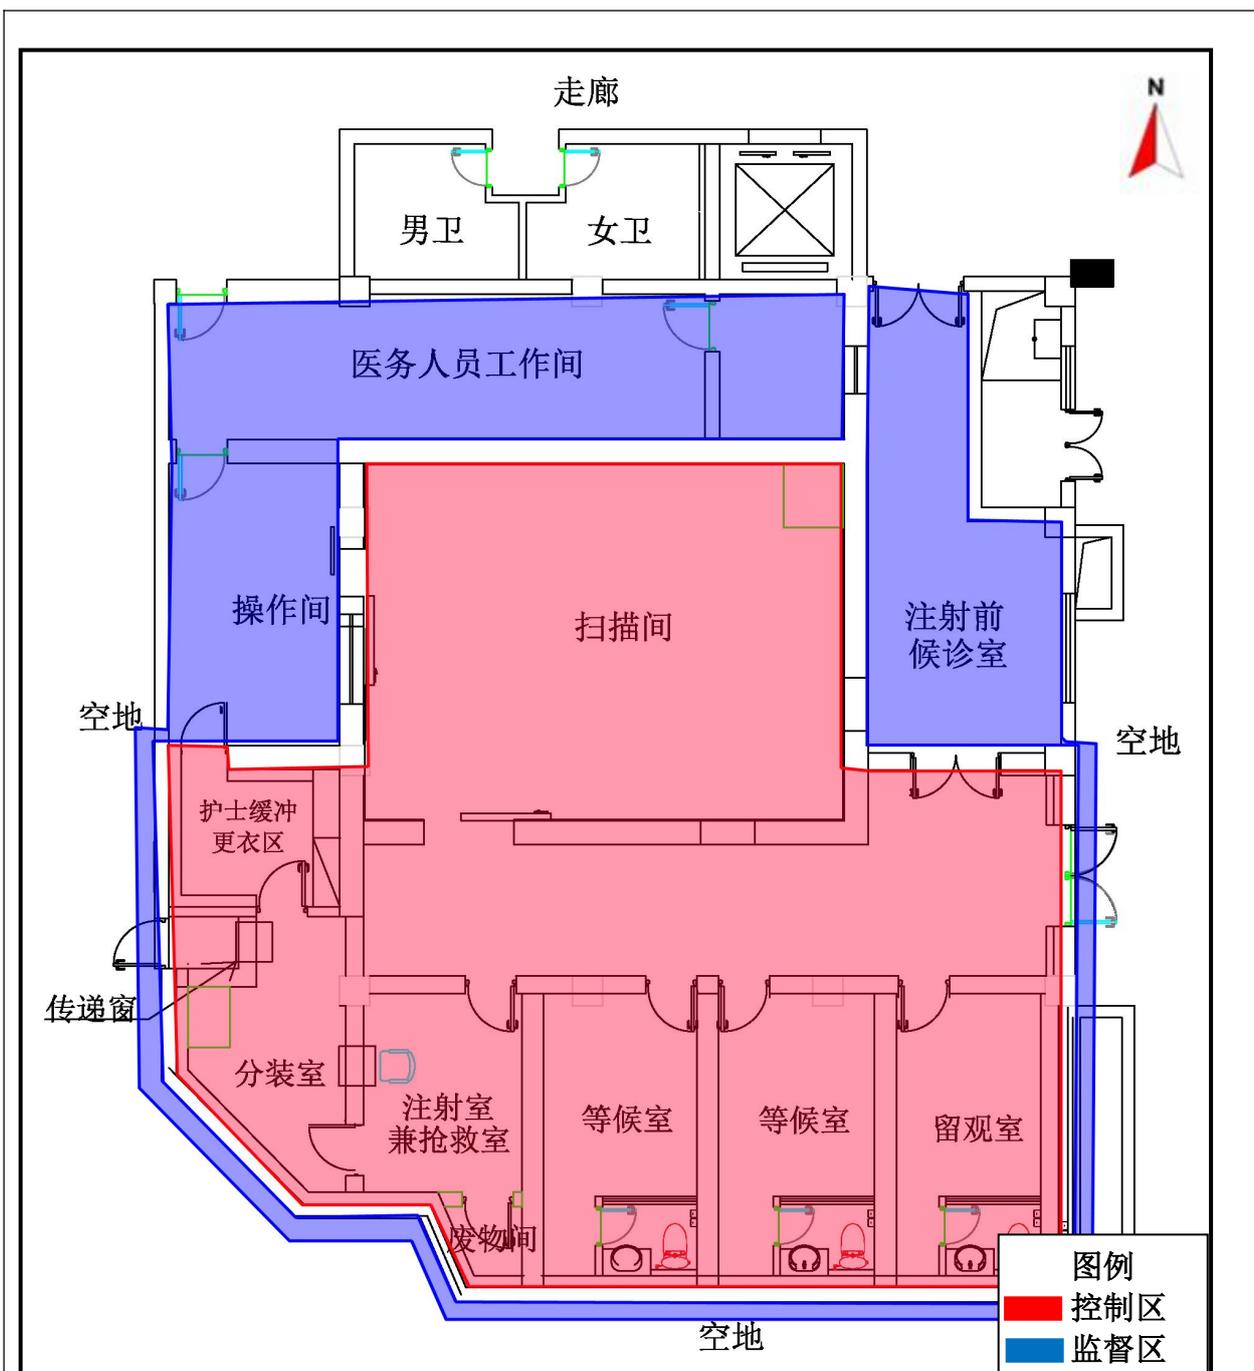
PET-CT 显像诊断工作场所控制区与监督区划分图
